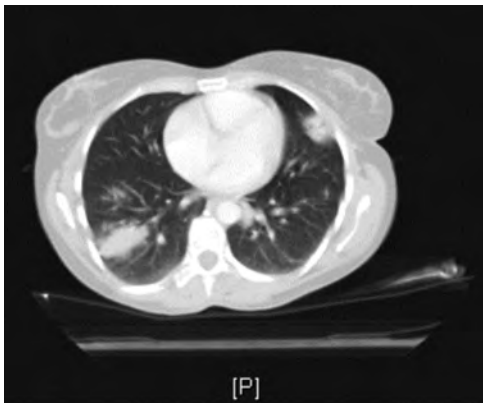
TAC tórax a los 2 meses del alta: Pequeña consolidación parenquimatosa periférica y áreas de vidrio deslustrado en lóbulos superiores e inferiores.
